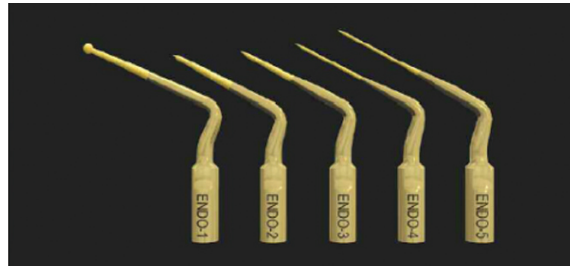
Piezoelectric Ultrasonic
